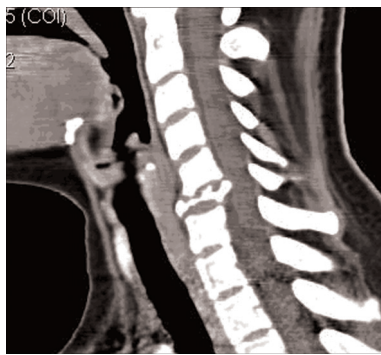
Компьютерные томограммы шейного отдела позвоночника после ПХТ: сохраняется компрессия спинного мозга костными фрагментами.
